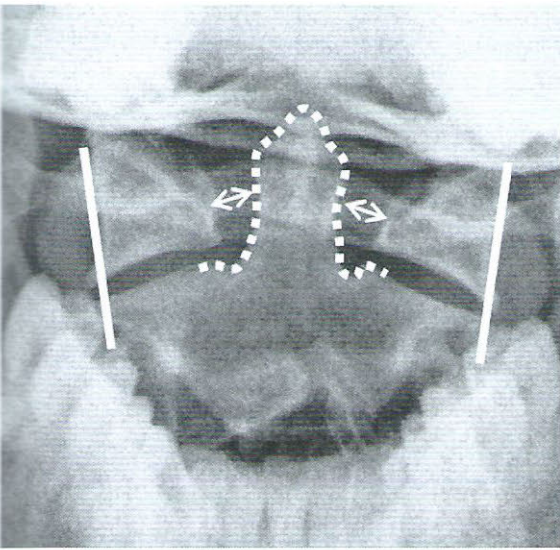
Radiographie du rachis cervical supérieur de face, bouche ouverte
